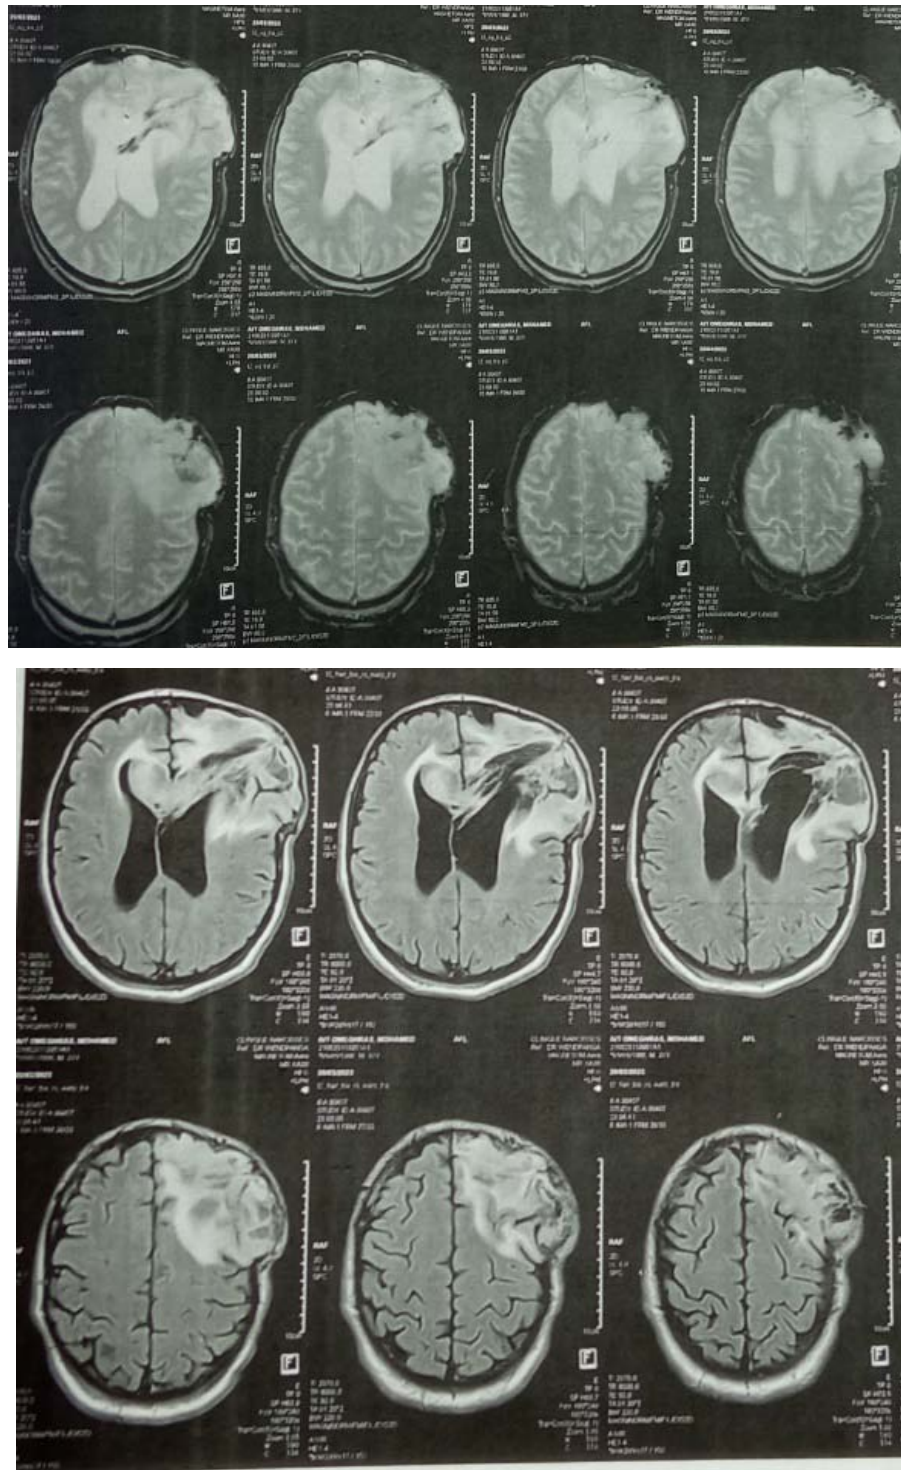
Coupes IRM cérébrales objectivant des remaniements post op avec œdème et stigmates hémorragiques minimes frontaux gauches.
